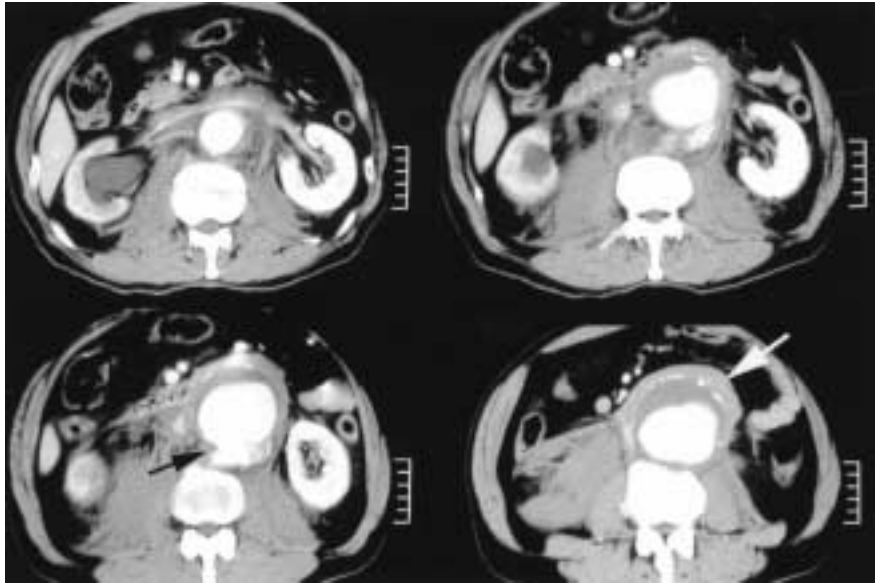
Contrast-enhancement CT scan with contained rupture posteriorly (black arrow) in a second patient showing perianeurysmal fibrosis ventrally and laterally (white arrow) and almost no fibrosis posteriorly. In this case, the right ureter is involved and hydronephrosis was present.
